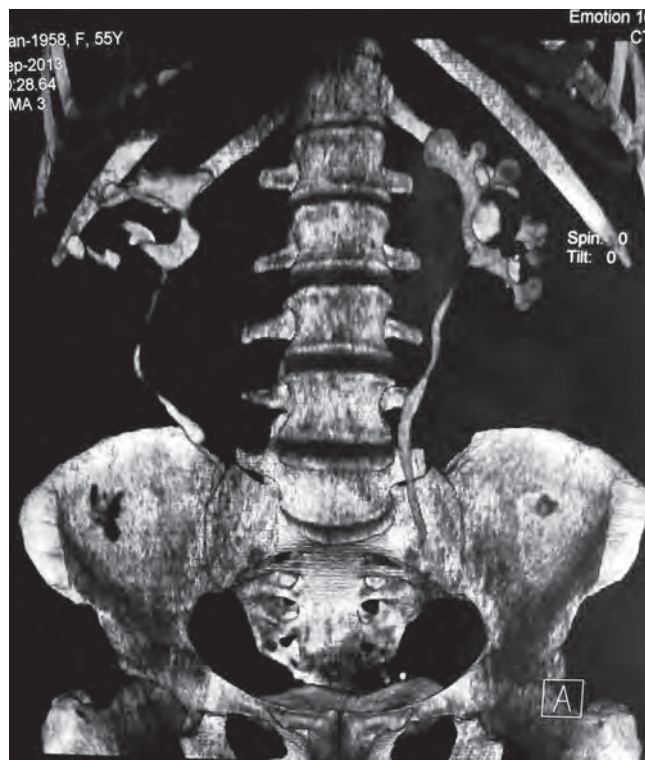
МСКТ с контрастированием через 10 мес после резекции правой почки в условиях ее длительной интракорпоральной холодовой ишемии
